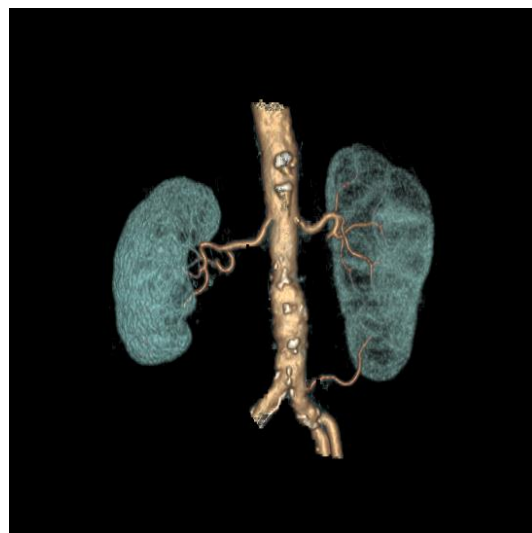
Компьютерная томография, 3D-реконструкция. Добавочная артерия слева отходит от левой общей подвздошной артерии и кровоснабжает нижний сегмент левой почки
